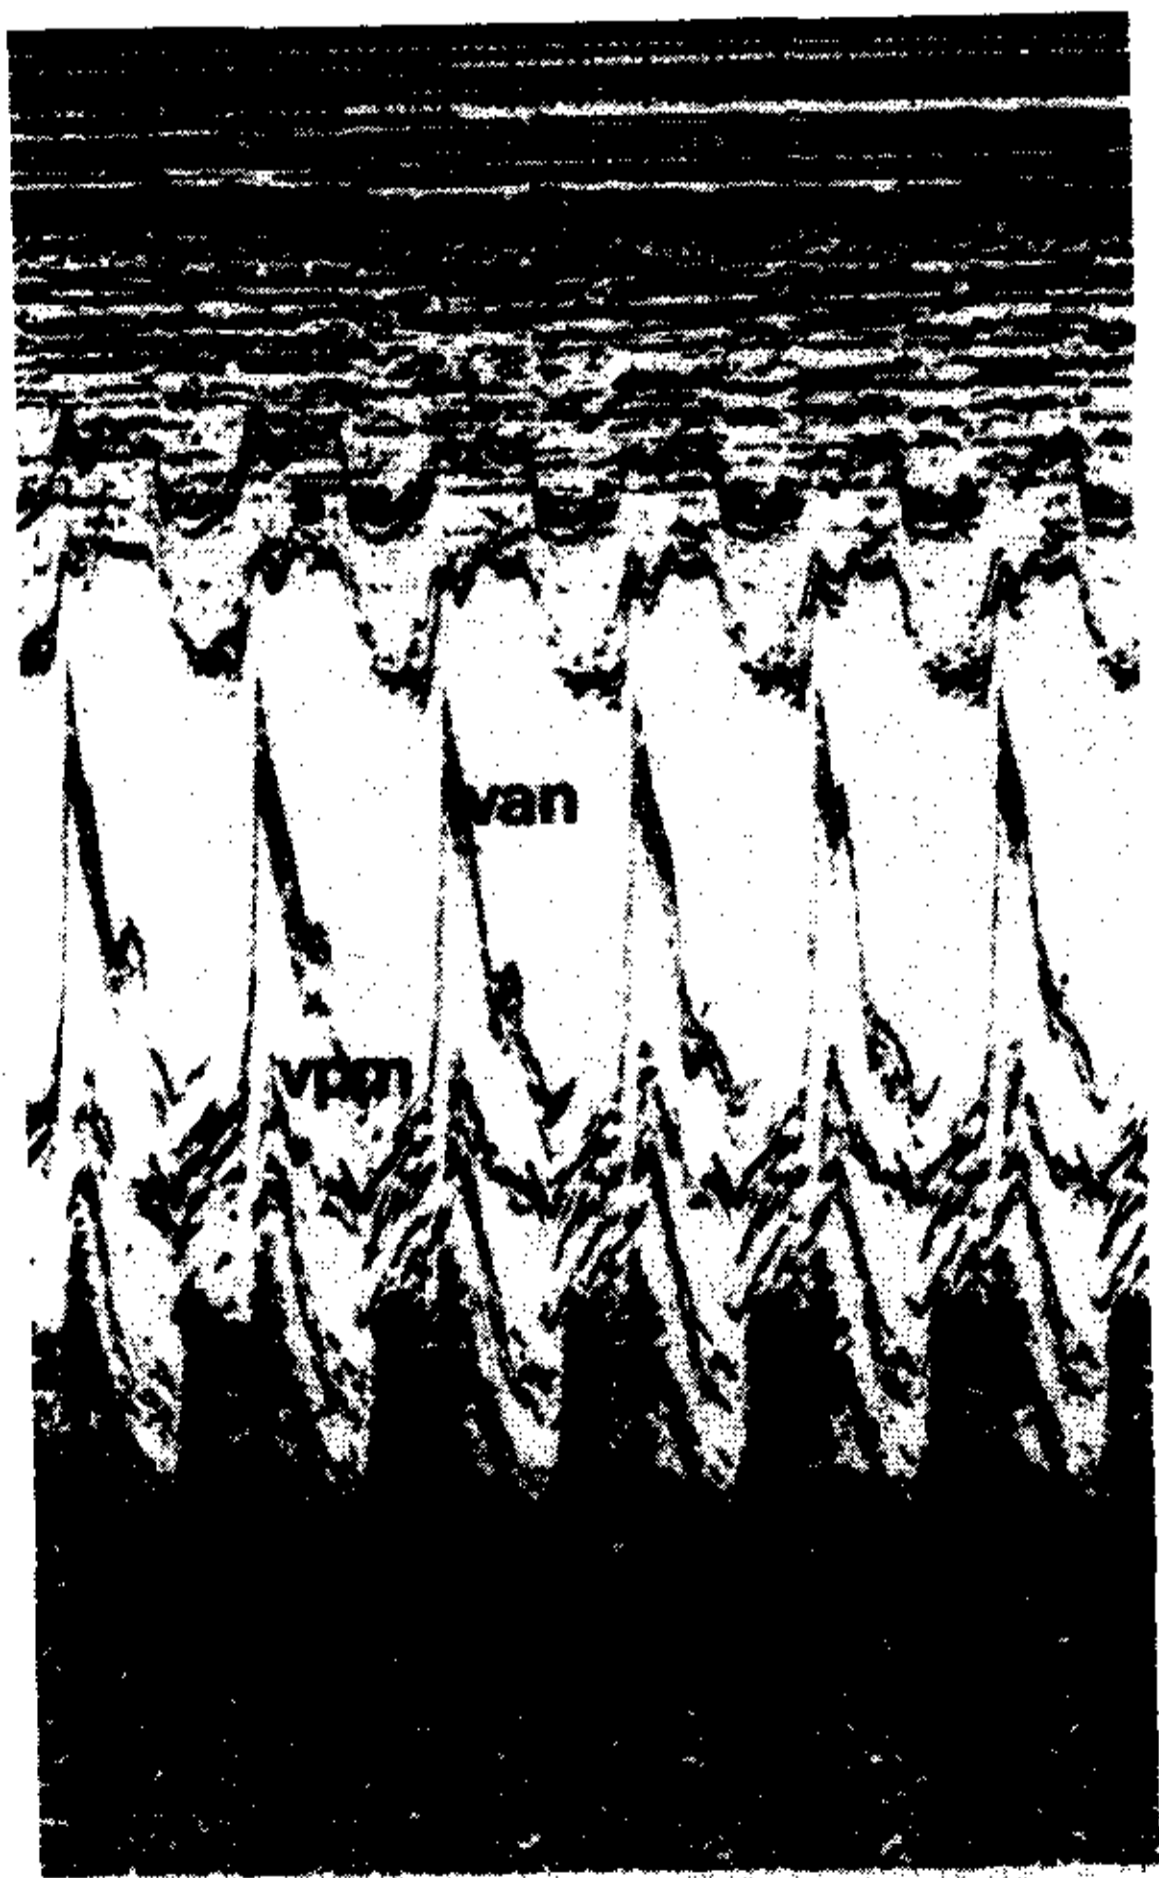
Ecocardiograma modo M a nivel valvular. Excursión diastólica inicial amplia de válvula mitral. Septum y pared posterior hiperquinéticos. VAM: valva anterior mitral. VPM: valva posterior mitral. S: septum.
